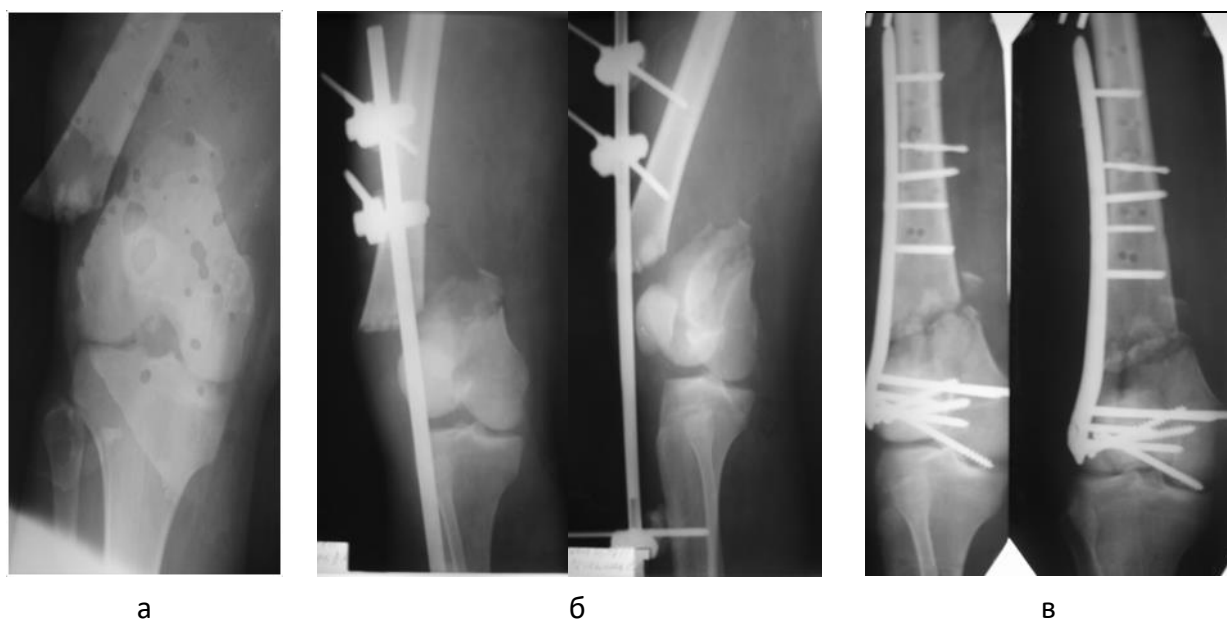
Рентгенограми: а – після травми; б – рентгенограма після ЧКО в АЗФ АО; в – рентгенограма після МОС LCP пластиною.
